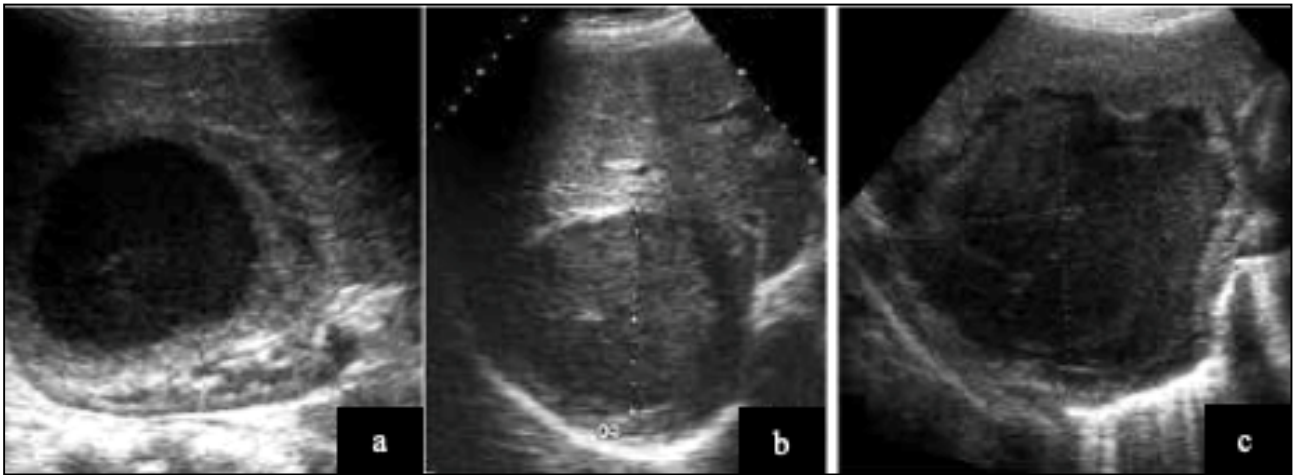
Images échographiques montrant l'aspect variable de l'échogénicité et des contours des abcès du foie :[14]
